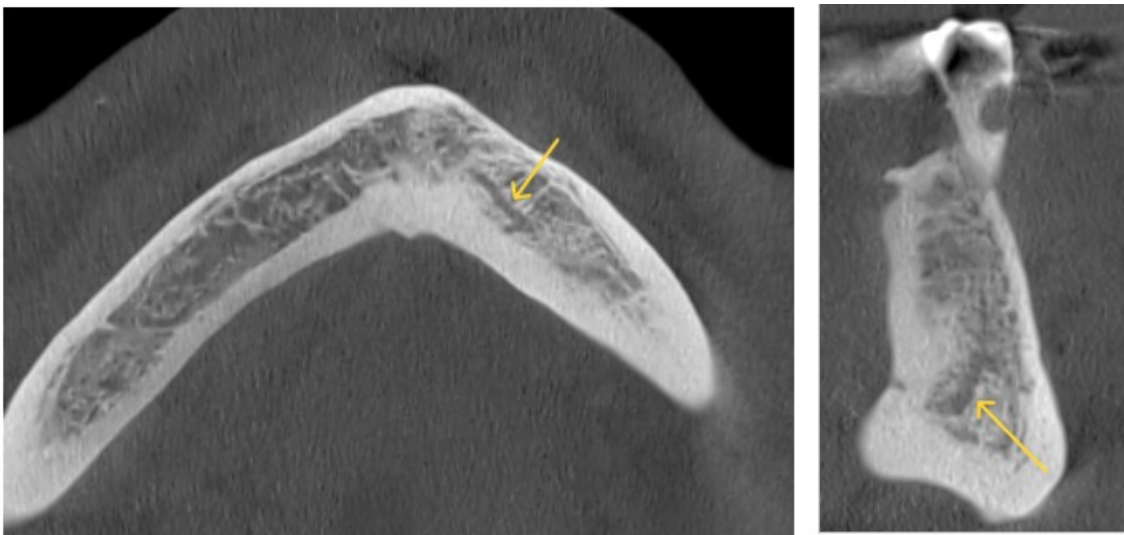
Coupes de cone beam dans les plans horizontal et frontal illustrant un canal incisif mandibulaire gauche (images provenant du cabinet du Dr Hubert Legrand).
